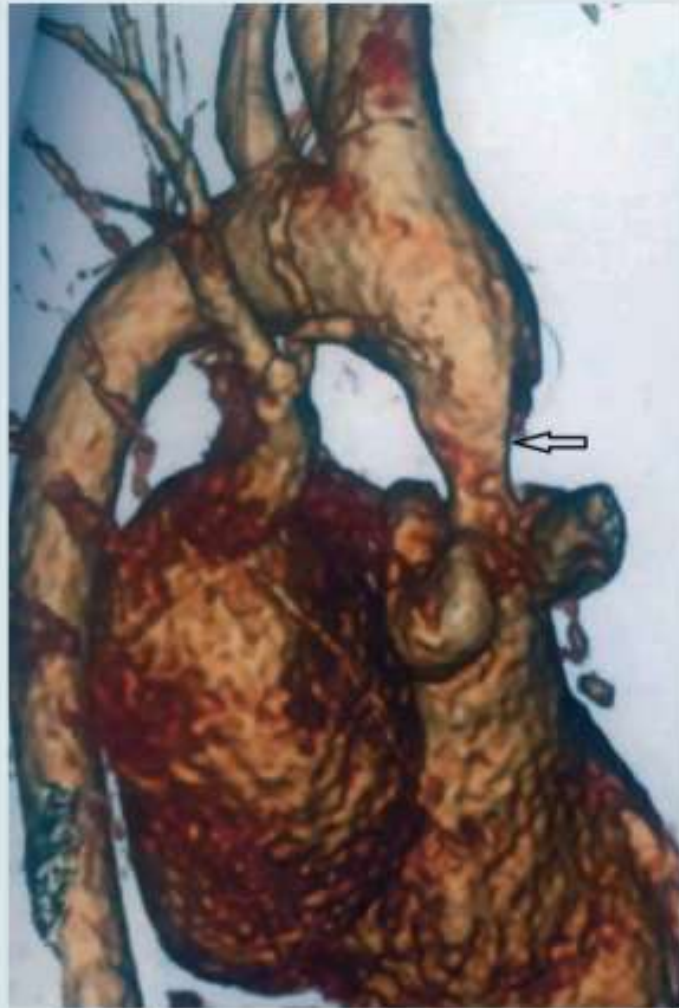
Компьютерная томограмма пациентки X., 37 лет. Надклапанный стеноз аорты (указано стрелкой)
